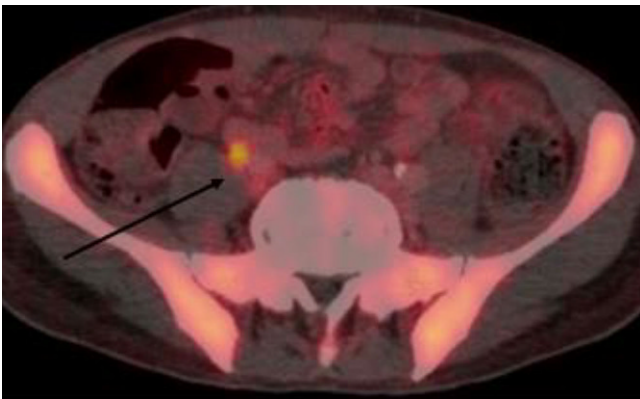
◀ Positronen-Emissionscomputertomographie (PET-CT) mit dem Nachweis septischer Thrombosen der rechten V. iliaca communis (Pfeil)
